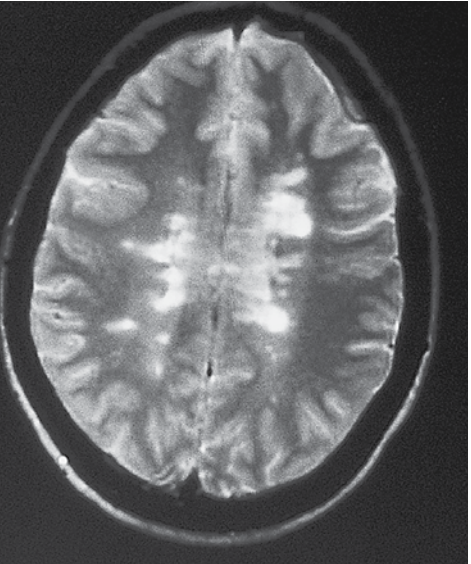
МРТ, аксиальный срез: перивентрикулярные бляшки
